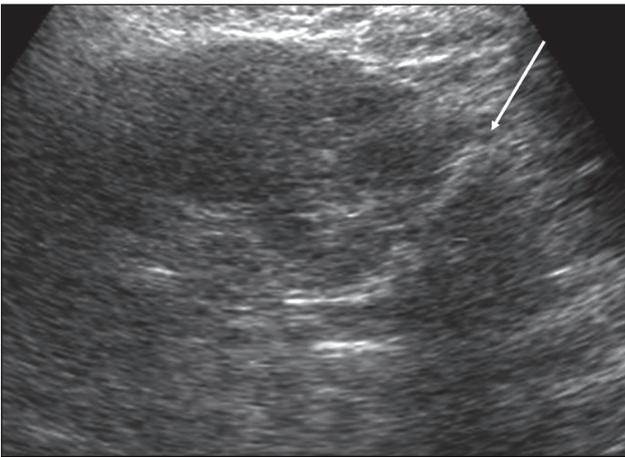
УЗИ правой почки больного М. через 32 мес после выполнения органосохраняющей операции (зона резекции указана стрелкой).
